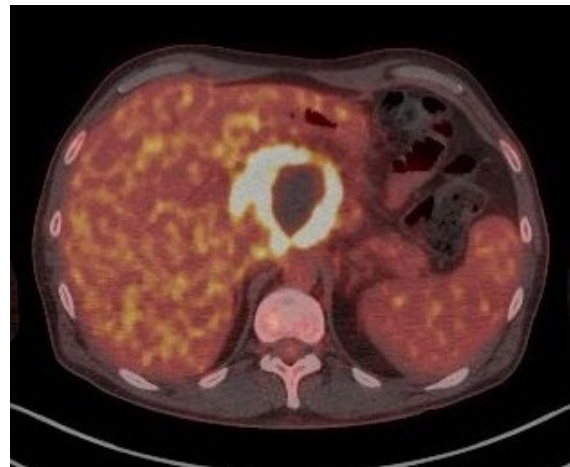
^{18}F -FDG PET/CT transaxial
